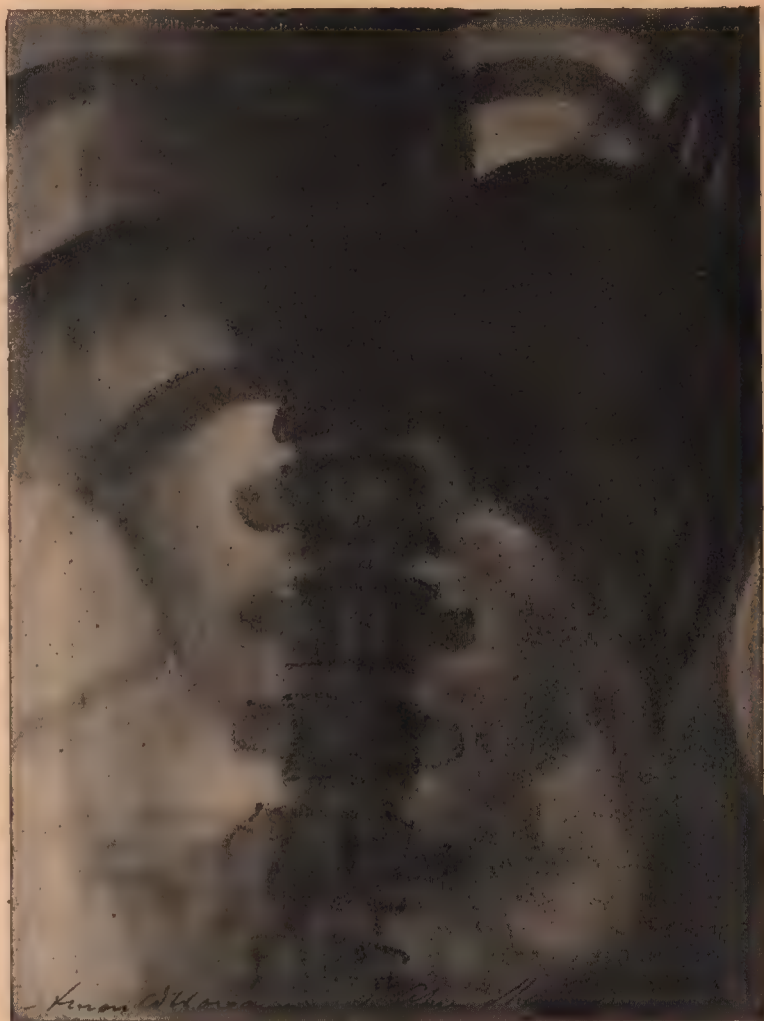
Projection radiographique du foie, cliché Maingot. (D'après Grégoire.)
